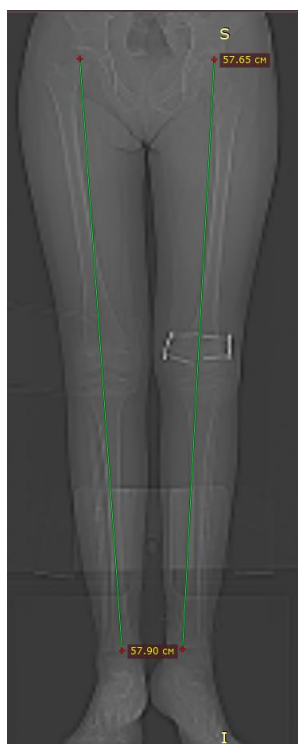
Пациентка Б. КТ-скиаграмма длины нижних конечностей. Длина правой нижней конечности – 57,9 см, левой нижней конечности – 57,65 см
